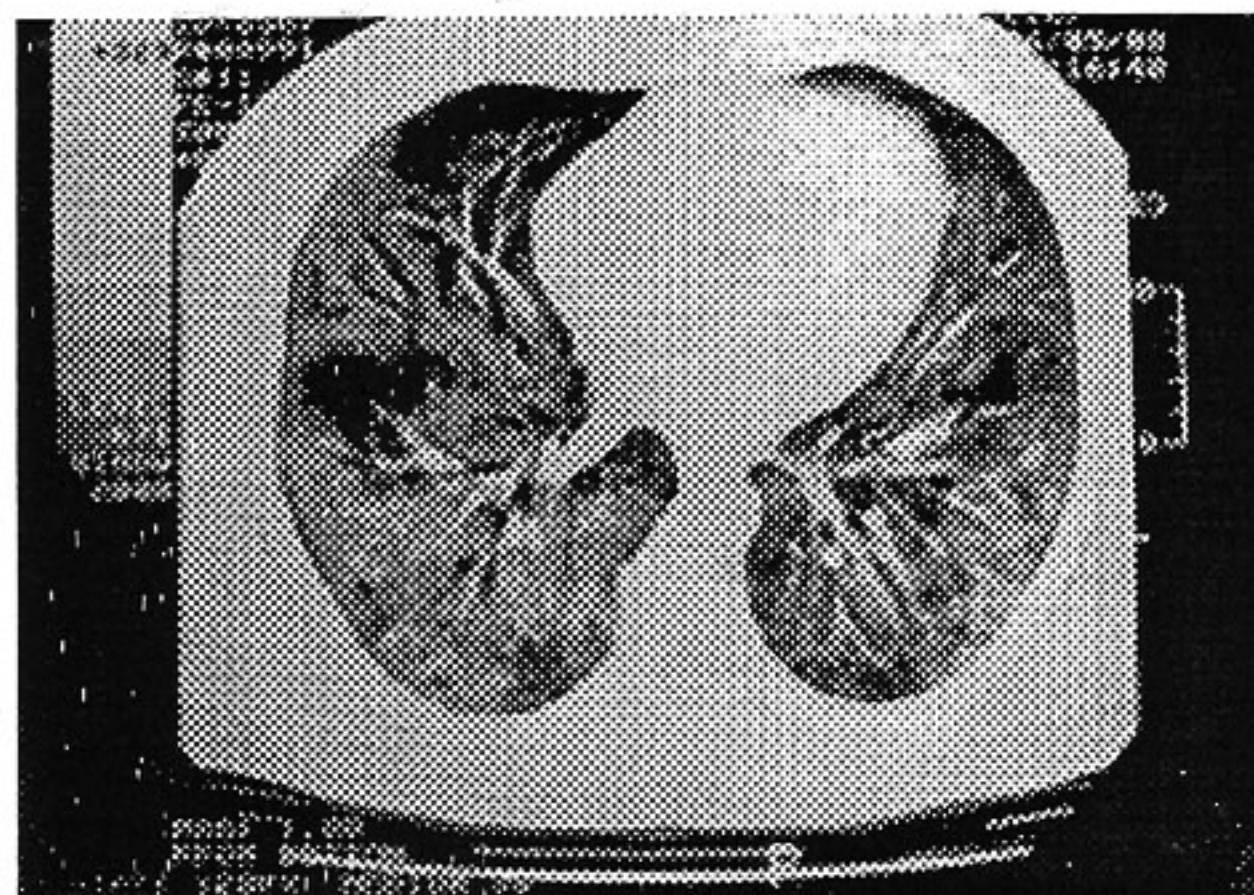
Tomografia computadorizada de tórax mostrando infiltrado alveolar difuso e aerobroncogramas.
